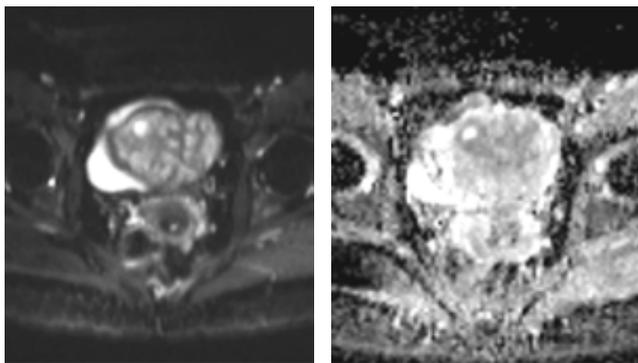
RM obtida no plano axial, ponderada em DWI B50 (esquerda) e mapa de ADC (direita), demonstra um saco gestacional excêntricamente localizado no aspecto superolateral direito do canal endometrial, sem evidências de descontinuidade
